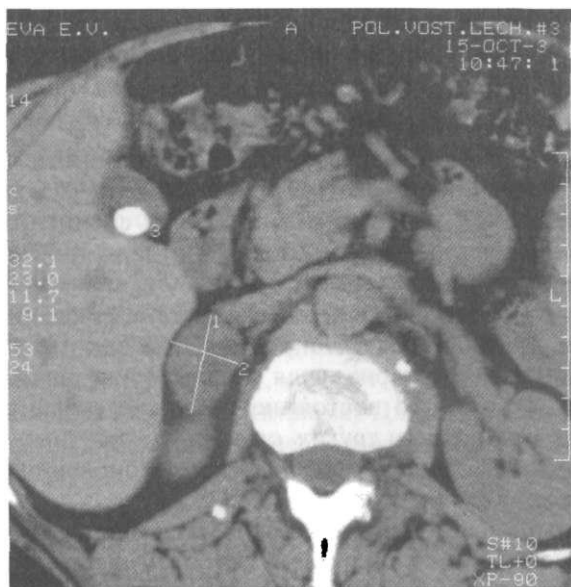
Компьютерная томограмма надпочечников при синдроме Кушинга: кортикостерома правого надпочечника
